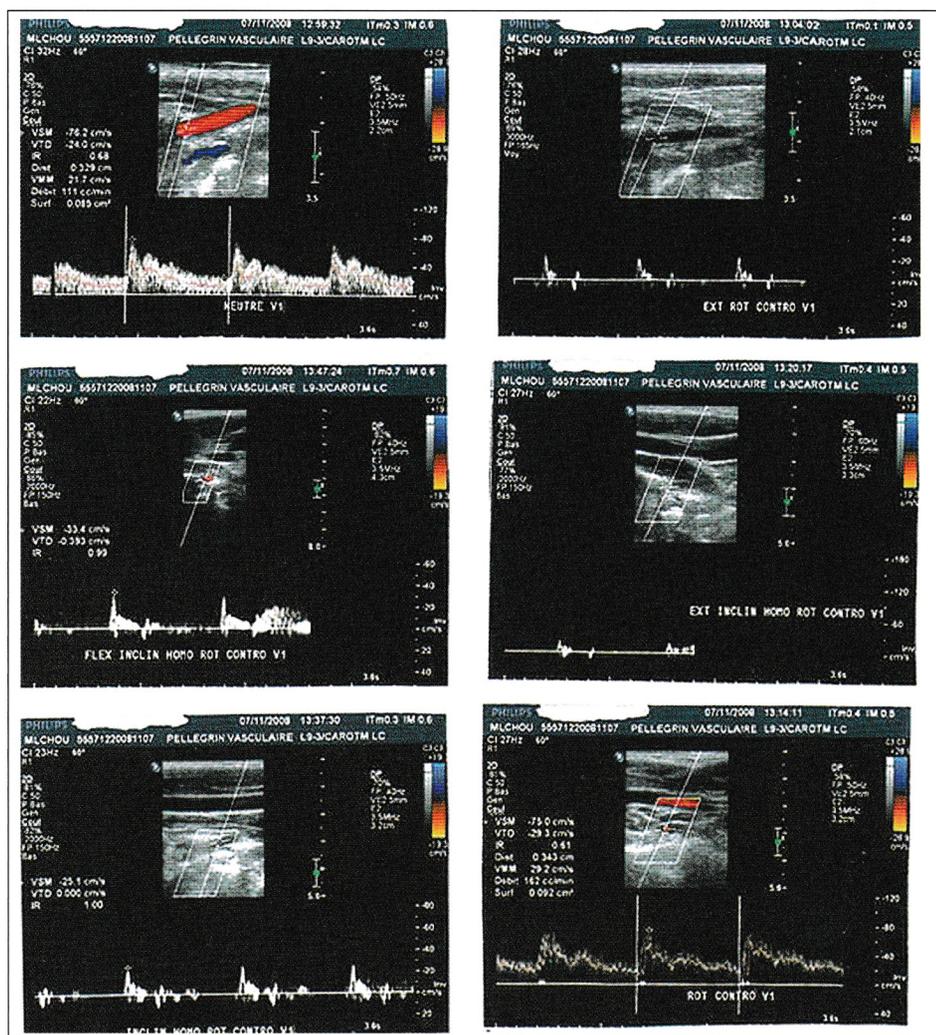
échographie doppler de l'artère vertébrale en position neutre, en rotation pure et dans les manœuvres contraignantes.
